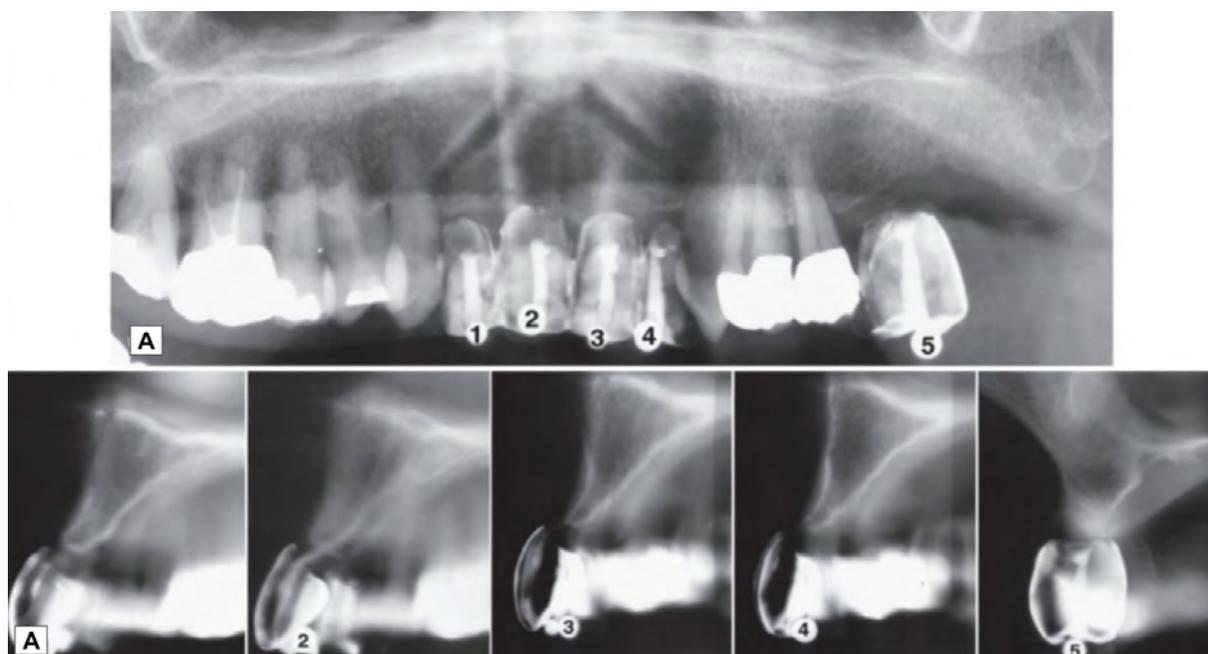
A) Radiografía panorámica con marcadores que indican cinco sitios potenciales para la colocación de implantes dentales. B, tomografía convencional de los mismos cinco sitios potenciales para la colocación de implante dental en el maxilar anterior y posterior.³
